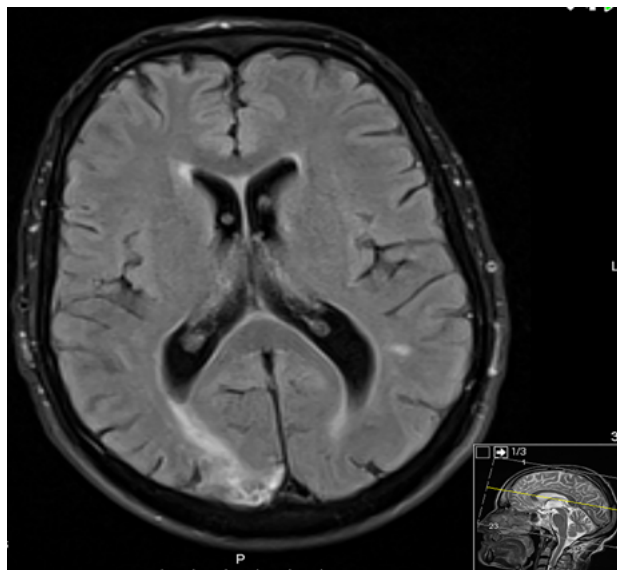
Ressonância magnética demonstrando lesões isquêmicas em diferentes fases de evolução.
